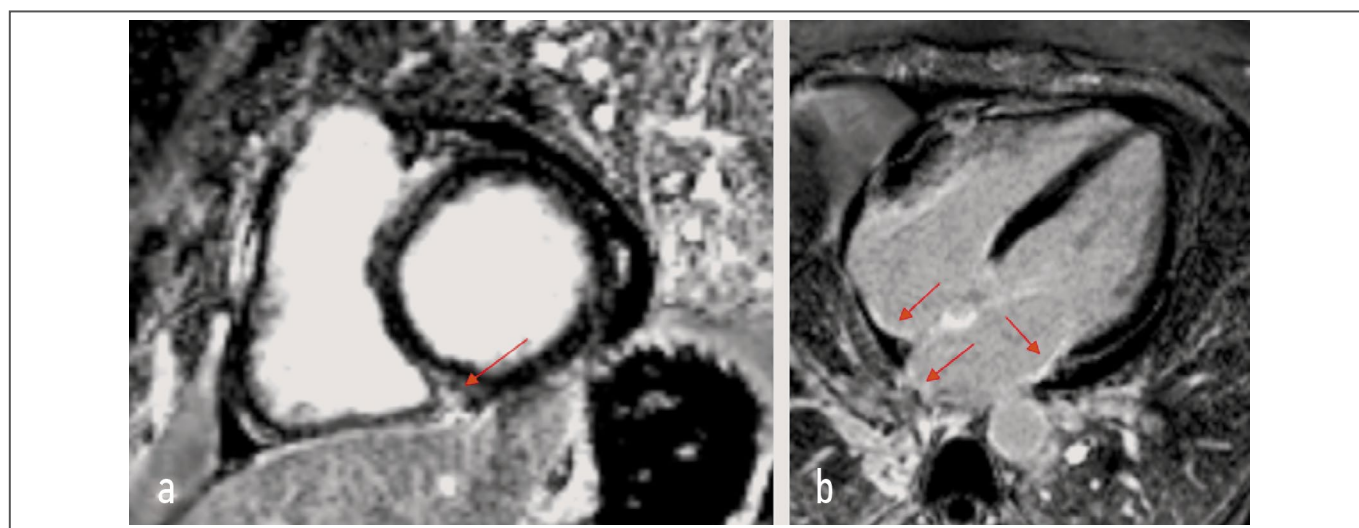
Данные МРТ сердца пациентки В. На фрагментах представлены фазоселективные изображения «позднего» накопления контрастного вещества, полученные через 10 мин после внутривенного введения гадолиния: *a* – изображение по короткой оси сердца; *b* – изображение в четырехкамерной позиции. Стрелками указаны зоны накопления контрастного вещества миокардом ЛЖ (*a*) и миокардом предсердий (*b*).
